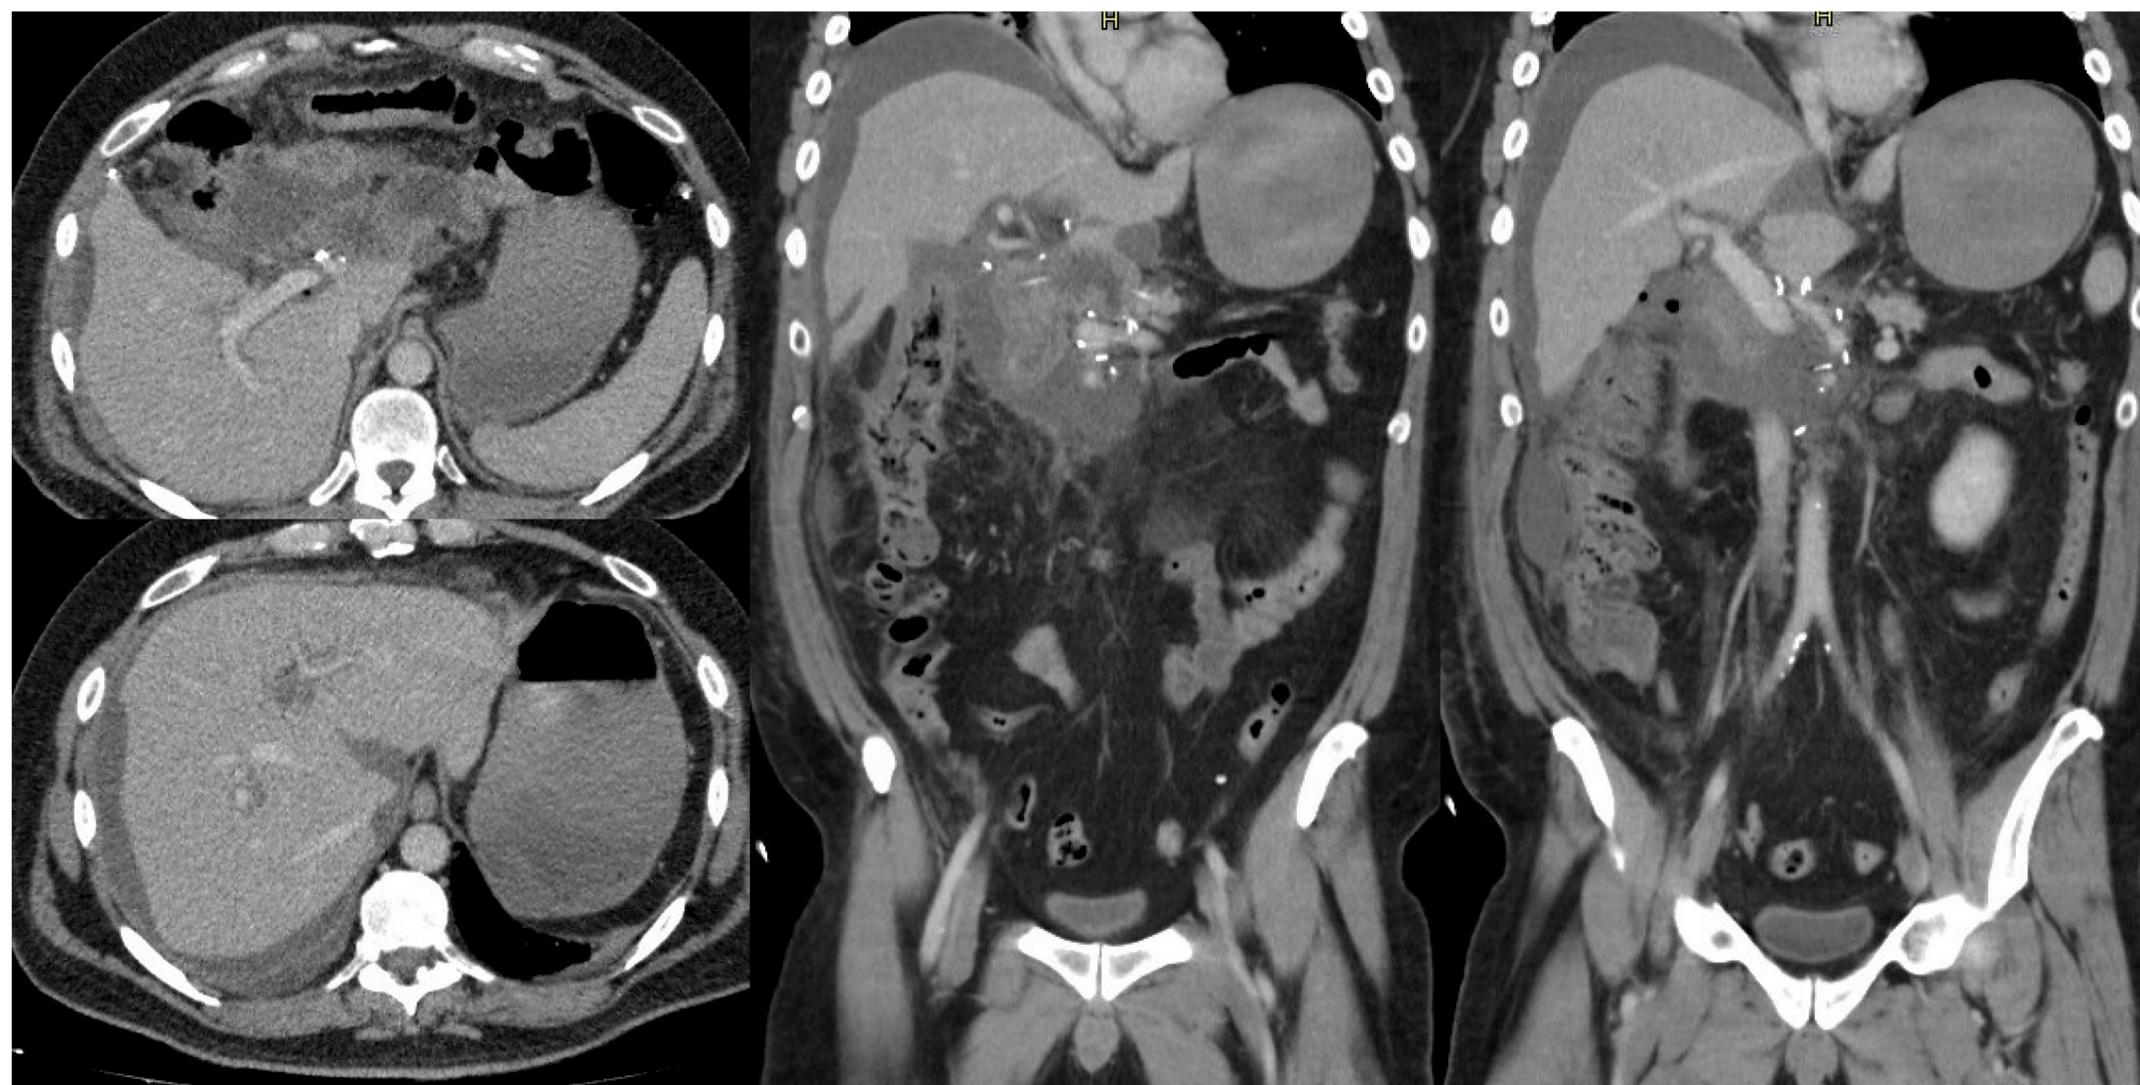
TC primer control postquirúrgico: Presencia de edema, pequeña cuantía de líquido y borramiento de los planos grasos en el lecho quirúrgico.
